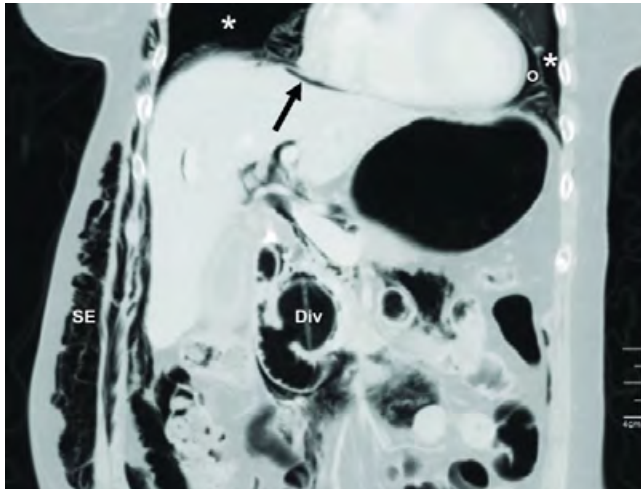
TAC abdominal que evidencia neumotórax bilateral (*), neumomediastino (*), neumoperitoneo (flecha), enfisema subcutáneo (SE). Tomado de referencia 5.
